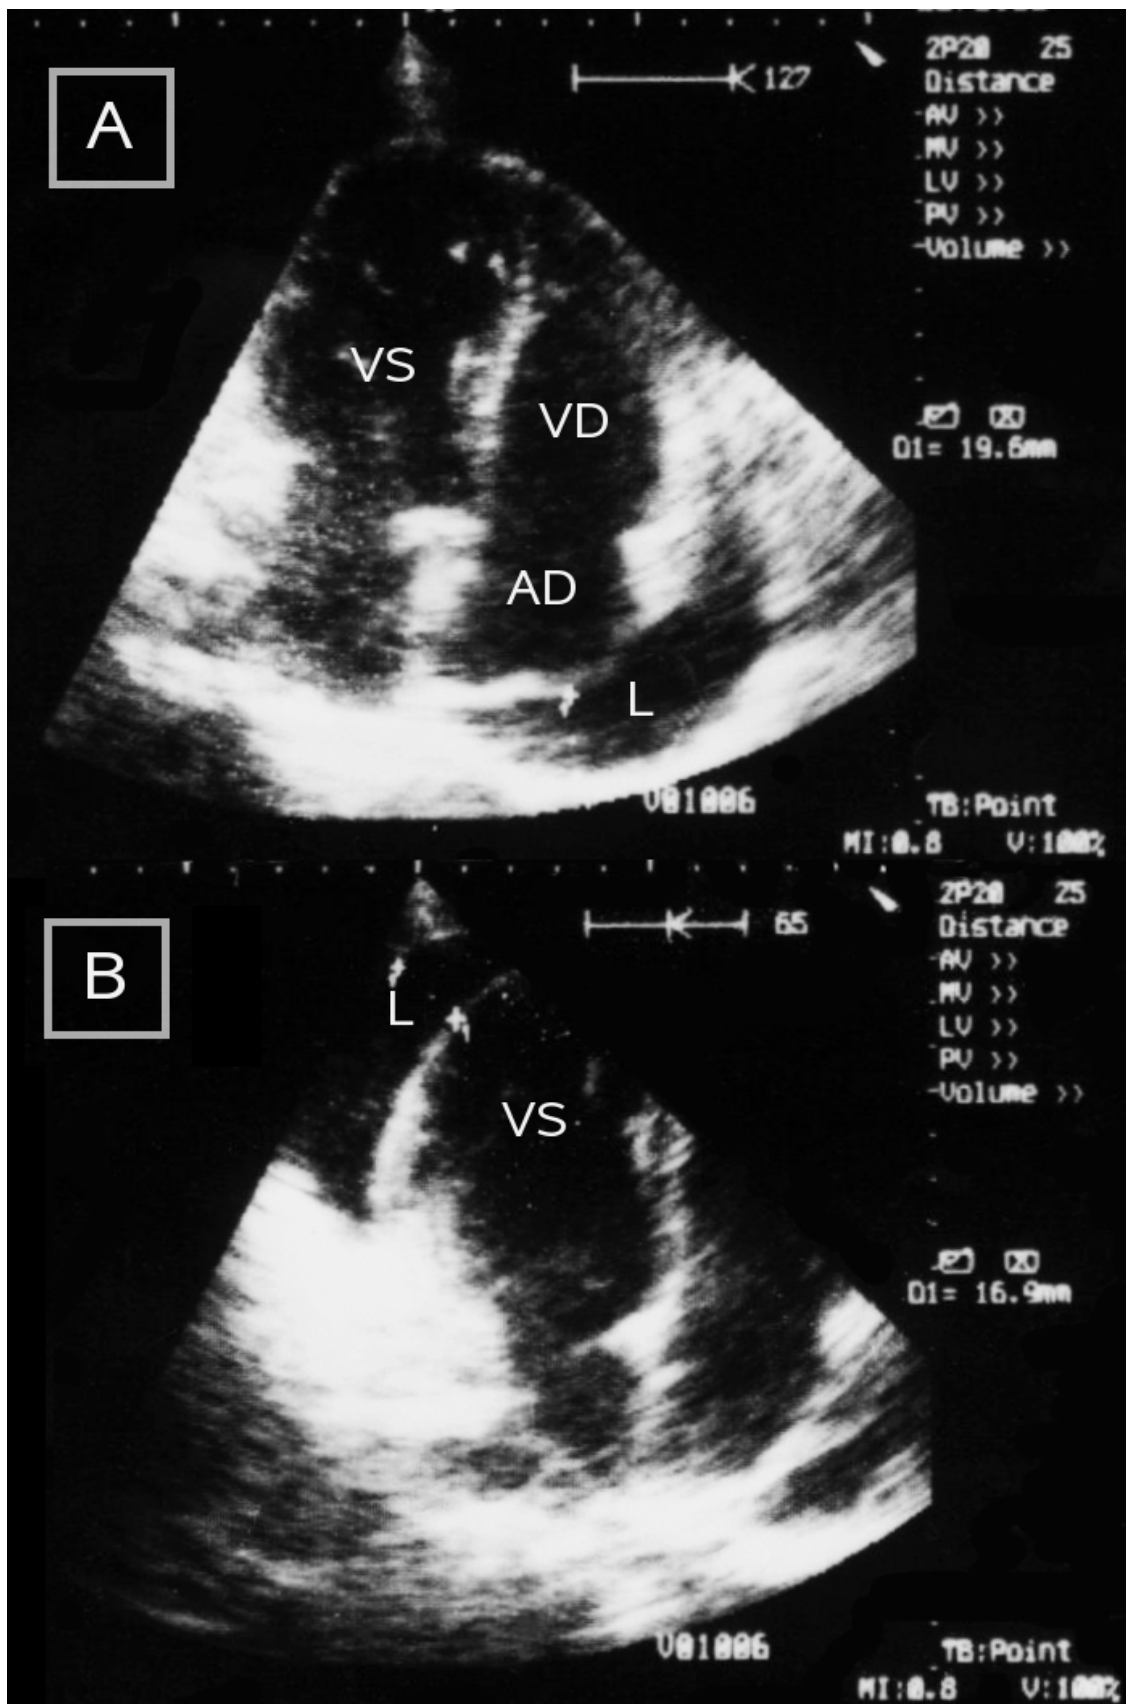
Echocardiografie transtoracică
